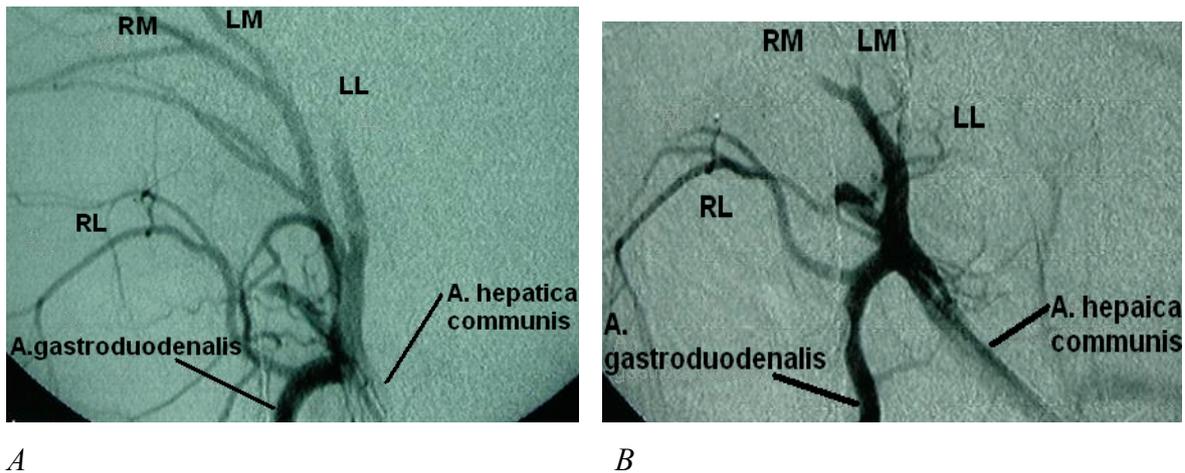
Arteriographien vor (A) und nach (B) der Embolisation der arteriellen Gefäße des rechtsmedialen (RM) und der beiden linken Leberlappen (LM: linksmedial, LL: linkslateral).
